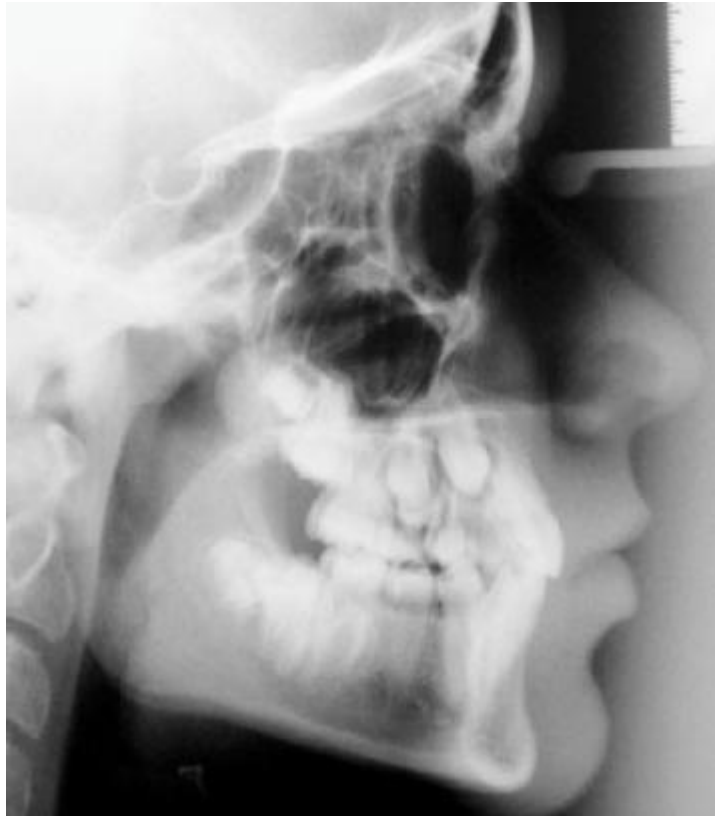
Telerradiografia em norma lateral que evidencia canino incluído.
